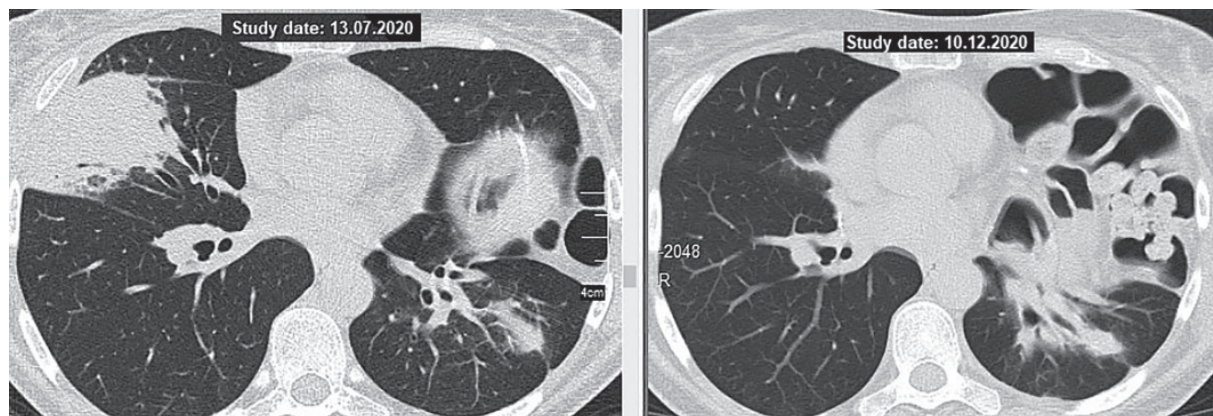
КТ ОГП: ліворуч – до оперативного втручання, праворуч – через 3 міс. після резекції – ремісія у правої легені
